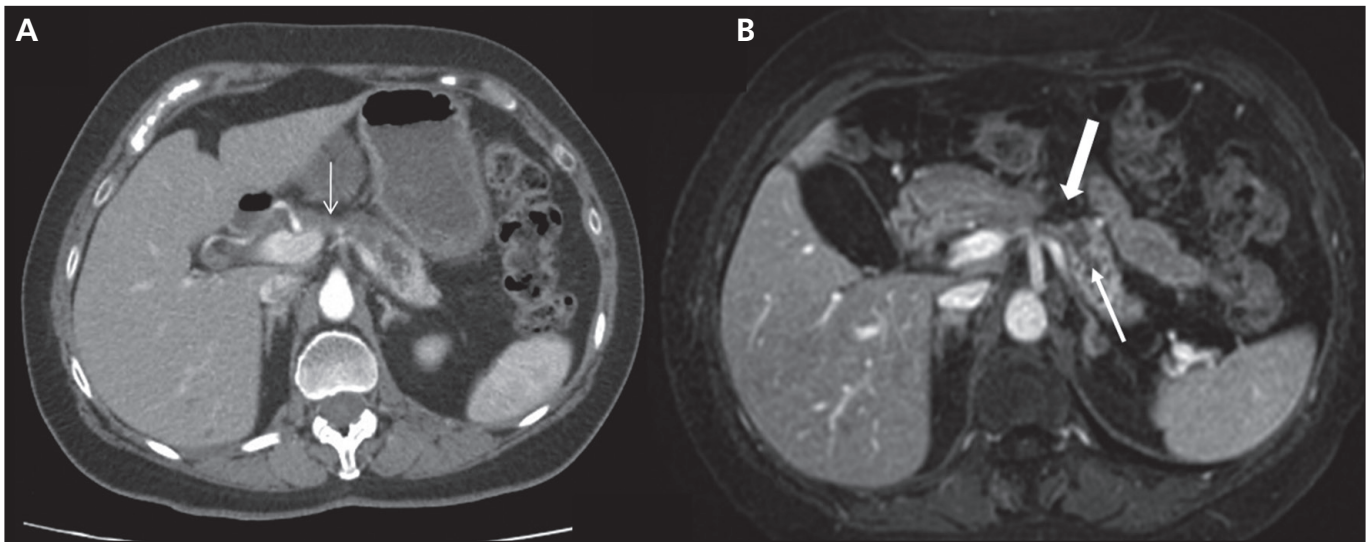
Imagen radiológica: síndrome del ducto pancreático desconectado. A. TAC: se aprecia la ausencia de parénquima pancreático a nivel de cuello y falta de continuidad del conducto pancreático (flecha fina). B. RMN: se identifica la zona de interrupción completa del parénquima pancreático (flecha gruesa) y dilatación del conducto pancreático distal (flecha fina).
